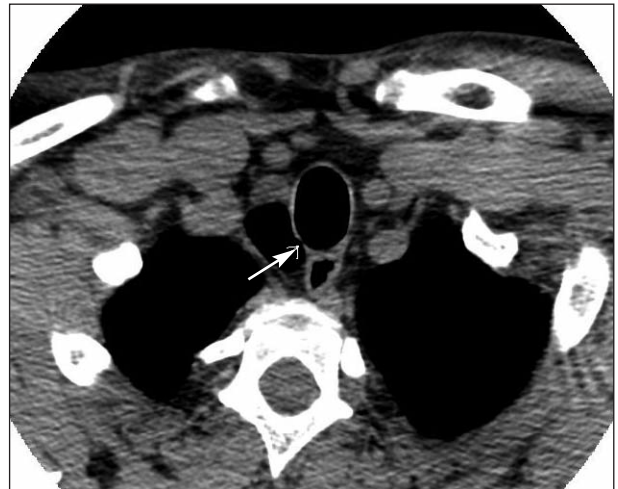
Tomografía axial computarizada, ventana mediastínica, donde se aprecia la imagen quística y la comunicación con la tráquea (flecha blanca).
